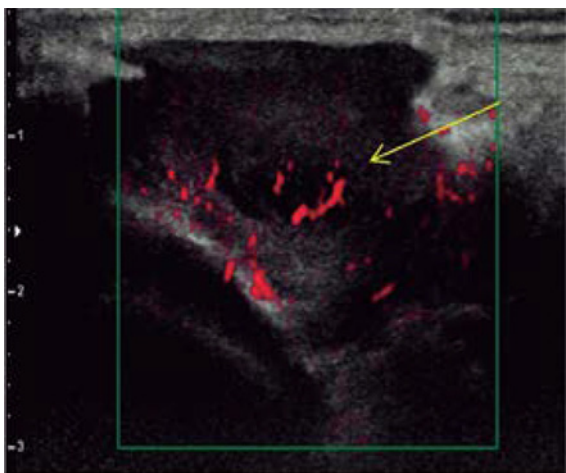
Nódulo vascularizado con Doppler de amplitud.
